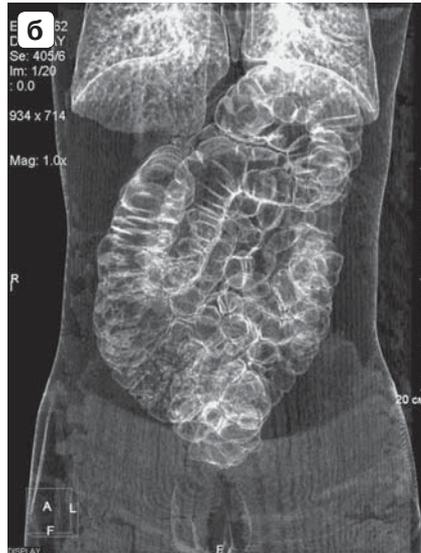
Долихотрансверзум. а – 3D-КТ-изображение толстой кишки с отображением скелета; б – топограмма кишечника.
